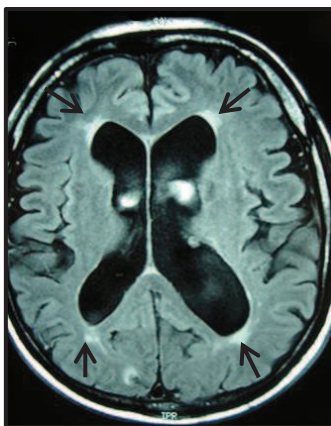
Ressonância magnética do encéfalo: transudação transependimária
